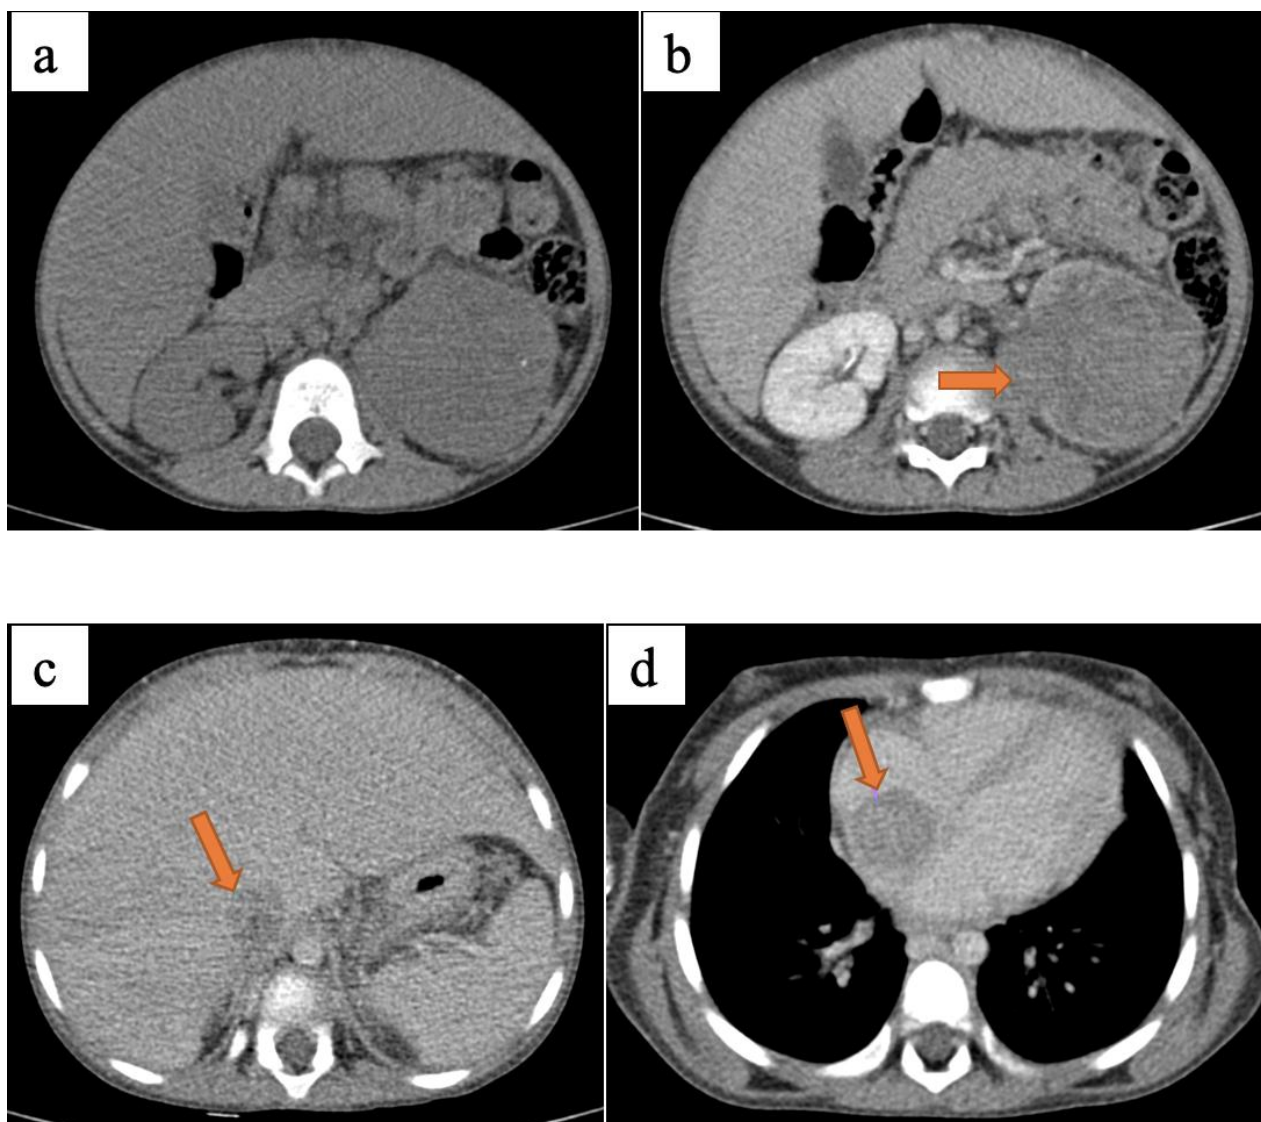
TDM en coupes axiales avant (a) et après injection de PDC (b, c, d). Néphroblastome gauche mixte stromal et épithélial. Garçon de 07 ans. Masse rénale gauche de densité tissulaire hétérogène siège d'une micro calcification. Elle se rehausse de façon modérée et hétérogène après injection de PDC délimitant une zone de nécrose. Noter l'extension au sinus rénal, dans la VCI et l'OD (→)
